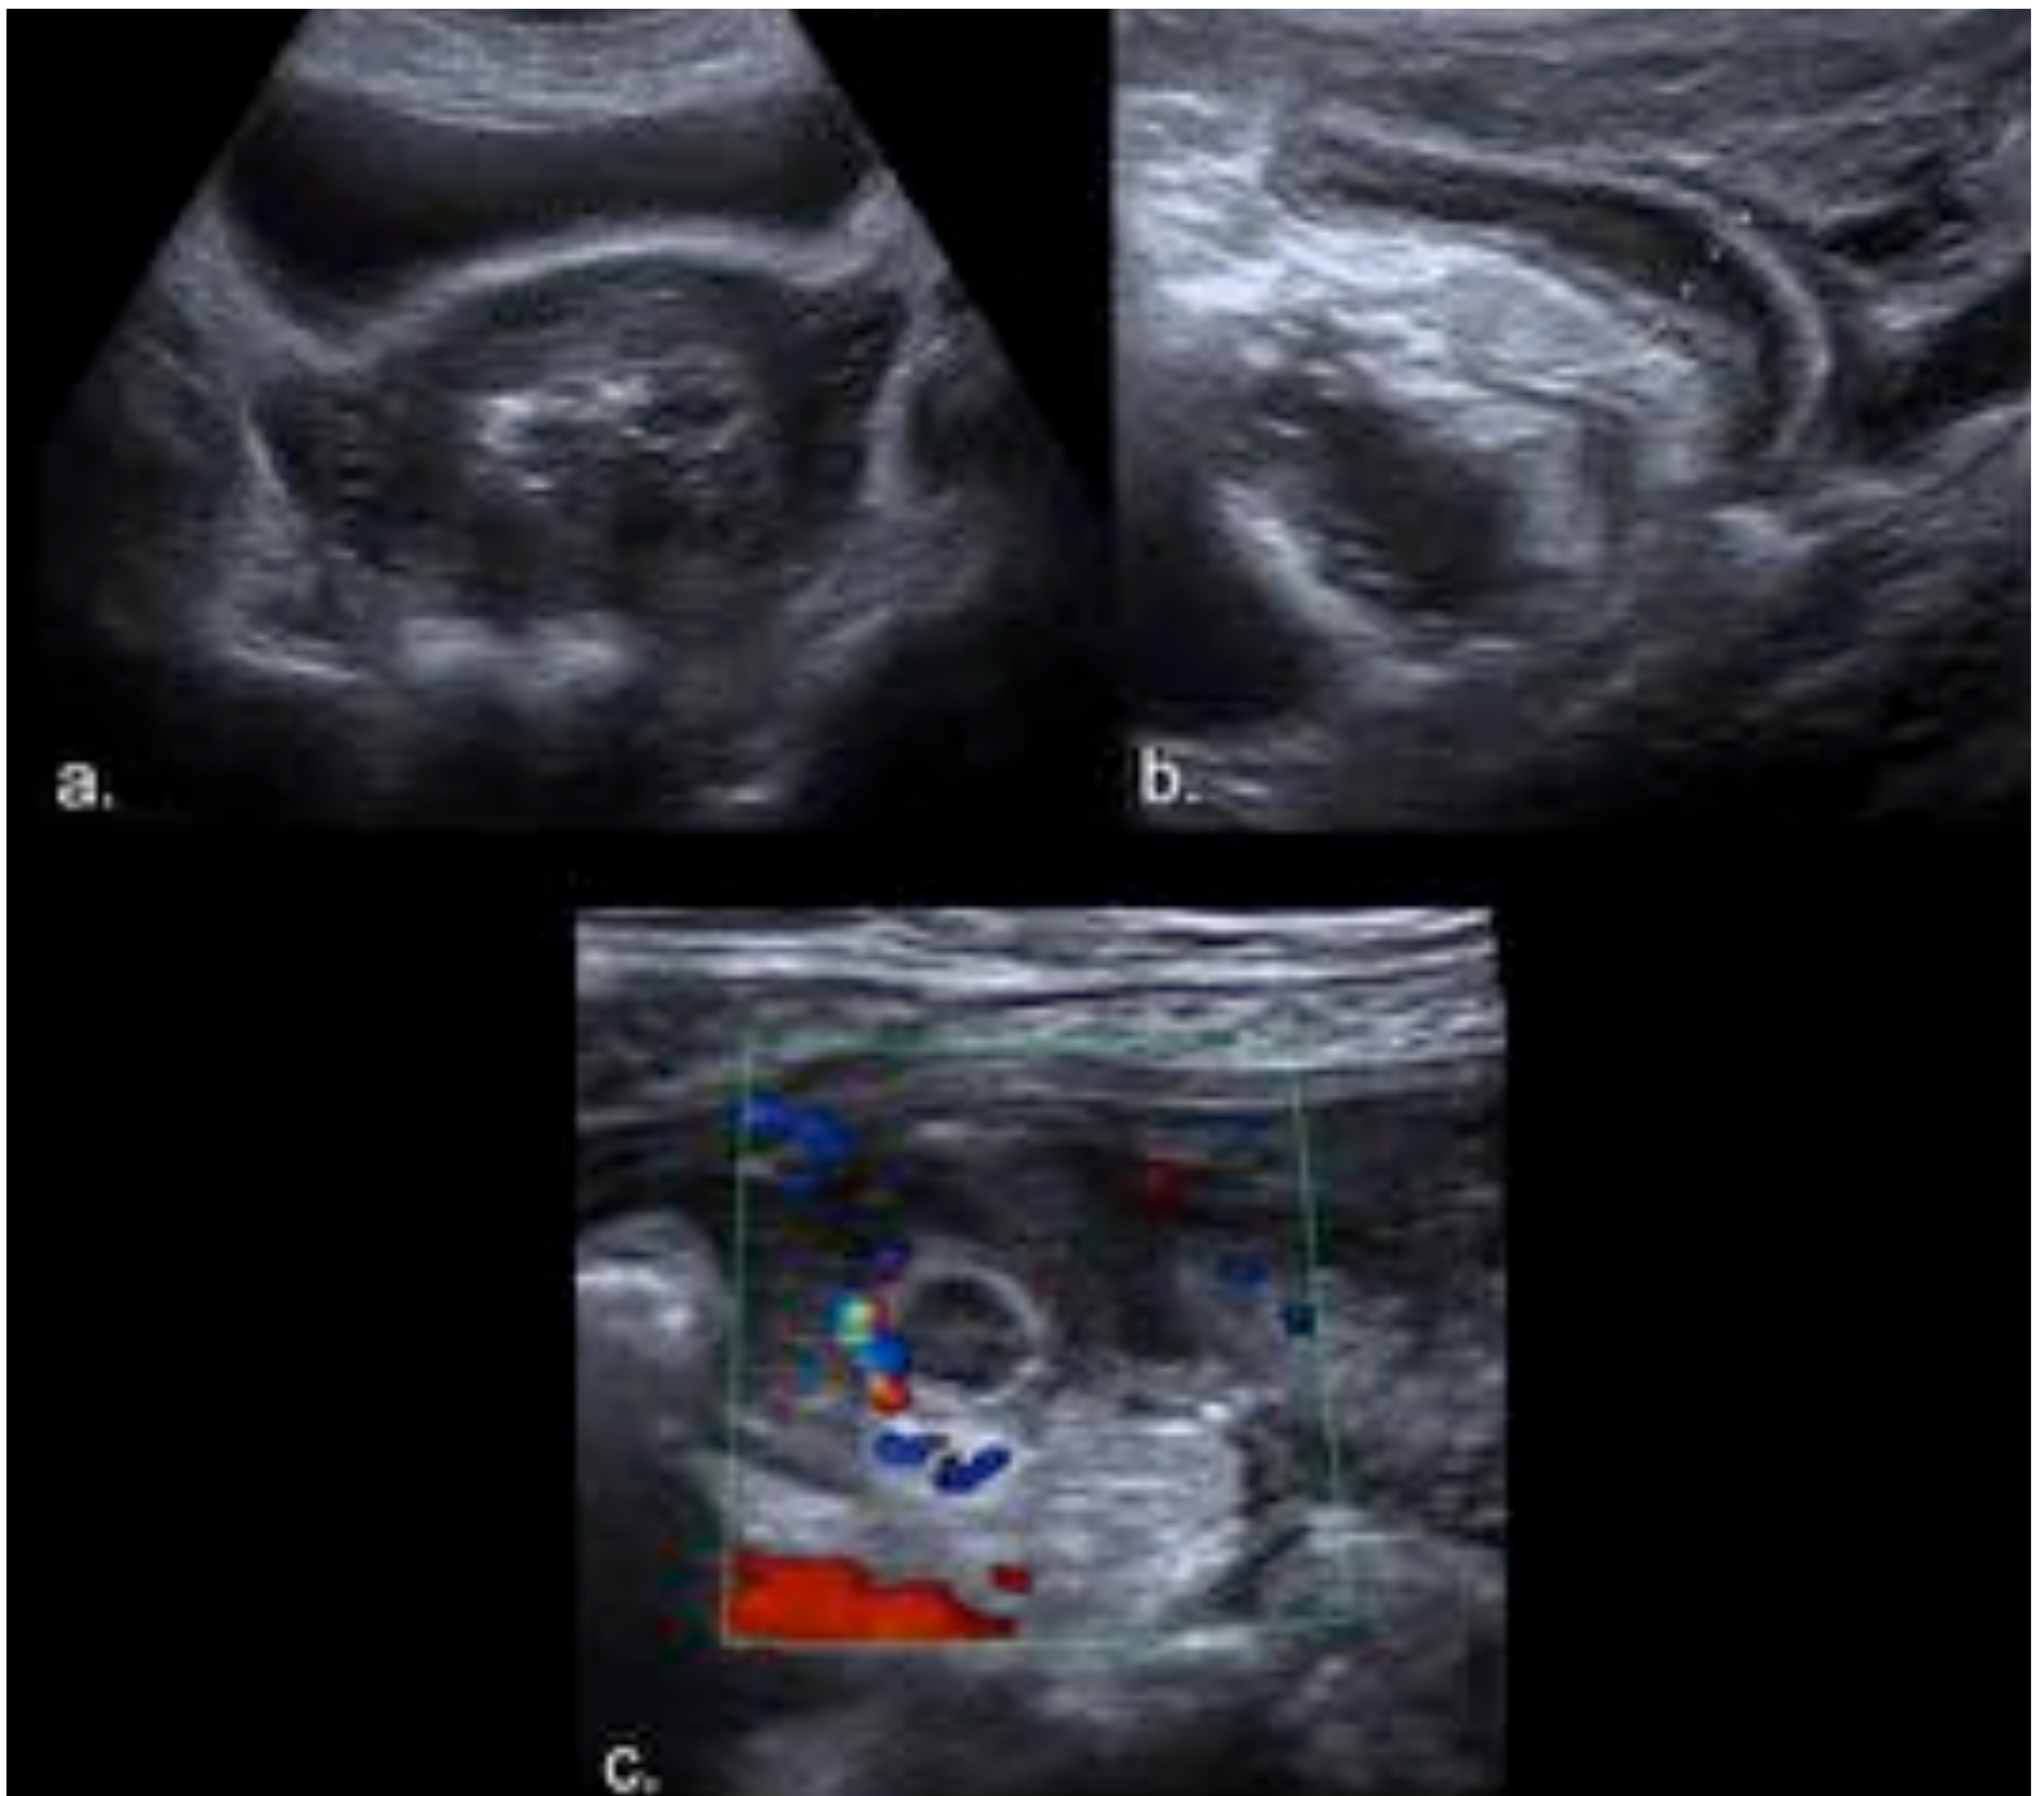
Apendicitis en mujer en el séptimo día de puerperio. (a) Útero aumentado de tamaño con imágenes hiperecogénicas en su interior en relación con gas como hallazgos normales. Imagen sagital (b) y transversal (c) de apéndice aumentado de calibre, con engrosamiento mural, aumento del flujo Doppler y líquido libre periapendicular.
